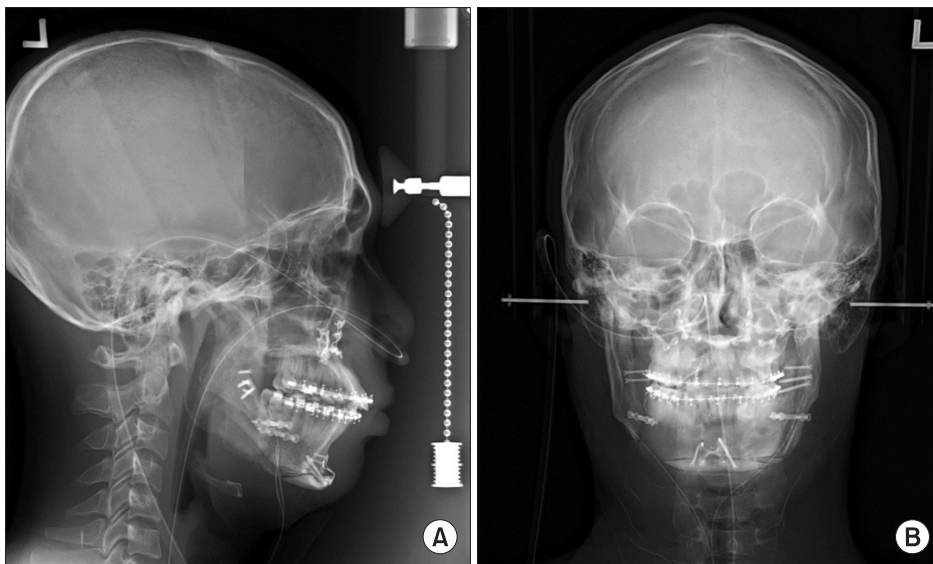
Radiograph taken immediately after the second surgery (maxillary Le Fort I osteotomy, bilateral sagittal split ramal osteotomy, and autogenic bone graft using iliac bone).
